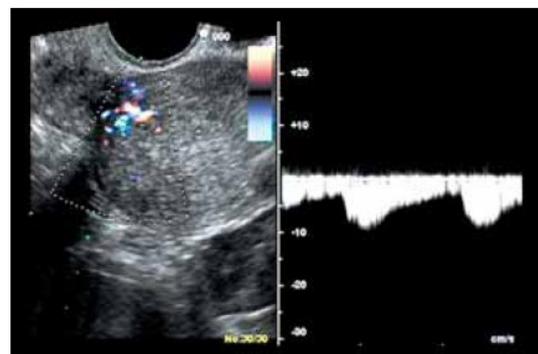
Mioma uterino. Vascolarizzazione pericapsulare che si approfonda senza essere caotica e relativo spettro Doppler.
